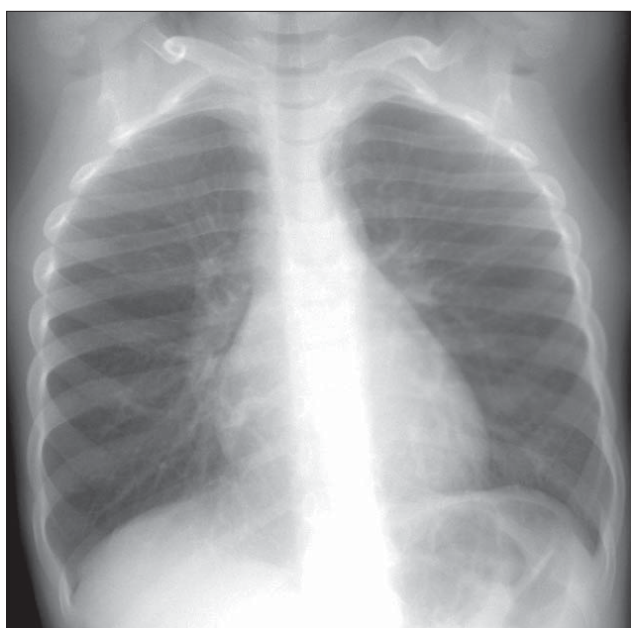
Torace de tip emfizematos. Radiografie toracică PA și LL stâng.
